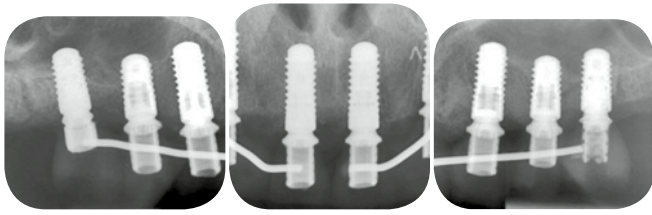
Intraorale Röntgenaufnahmen nach dem Einsetzen der provisorischen Prothesen
